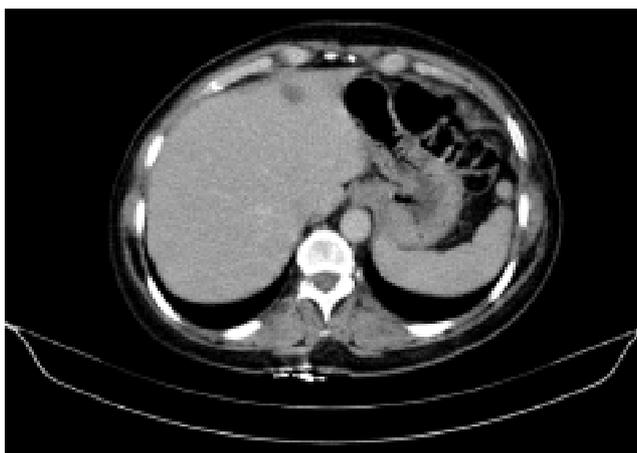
Хворий С., 1952 р. н. СКТ-дослідження: стан після 3 курсів ПХТ, негативна динаміка
